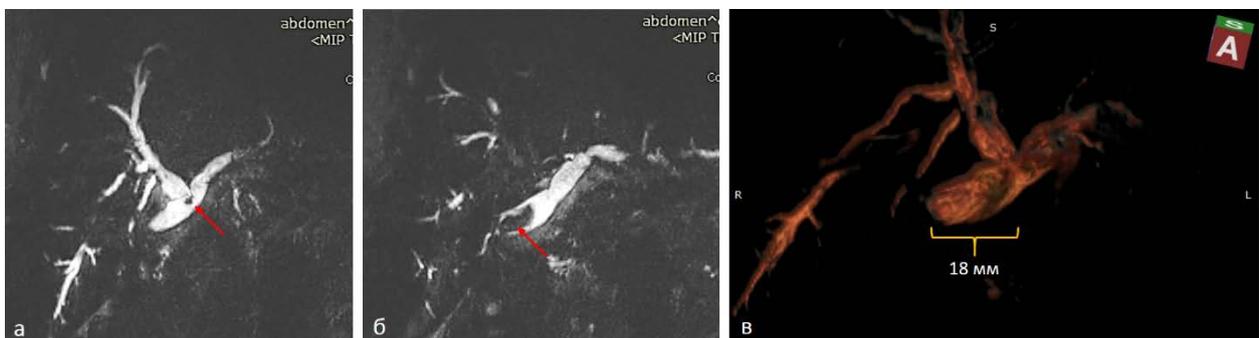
МРТ-ХГ: а – конкремент в области конфлюэнции (указан стрелкой); б – конкремент в гепатикохоледохе выше соустья (указан стрелкой); в – 3D-реконструкция (скобкой указан размер конкремента).
